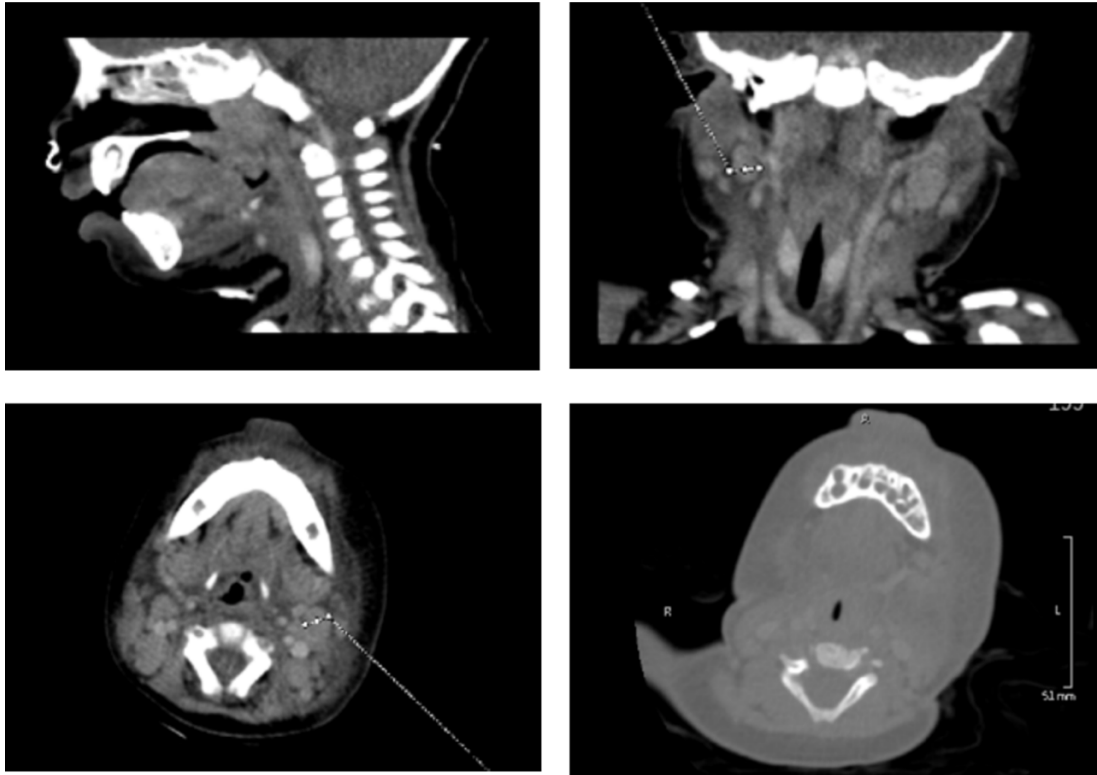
Imágenes de TAC cervical en las que se observa la ausencia de afectación del suelo de la boca, las múltiples adenopatías cervicales y la importante afectación de partes blandas en región mandibular y submandibular.
